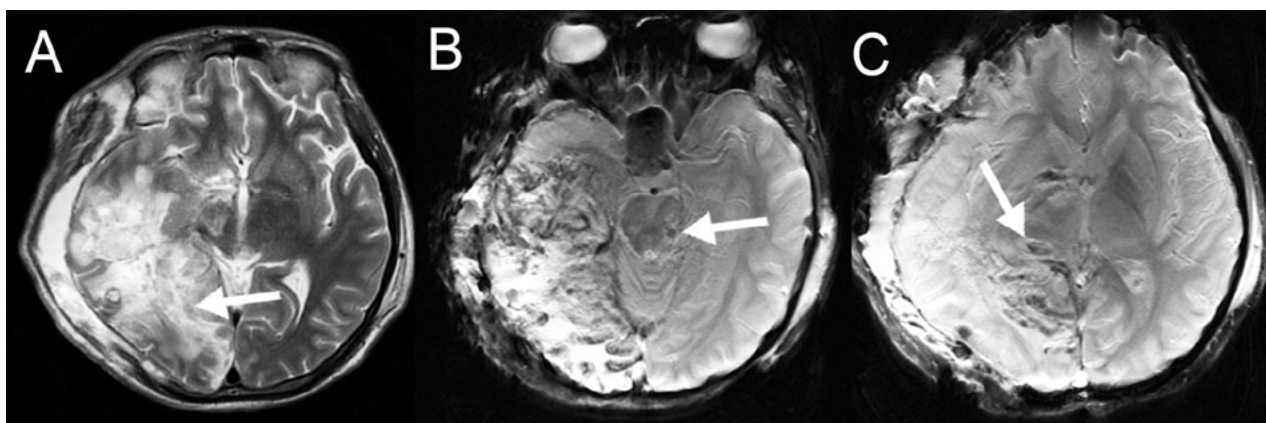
Resonancia cerebral simple después de una craniectomía descompresiva por trauma craneoencefálico severo. A) Se observan múltiples cambios isquémicos en la secuencia de difusión, nivel del lóbulo temporal derecho, en los ganglios basales derechos, con hernia trans-craneal por el defecto de la craniectomía. También hay imágenes hipointensas en el mesencéfalo, en el tálamo anterior derecho en la secuencia de susceptibilidad magnética. B, C), que demuestra lesión axonal difusa grado III.
